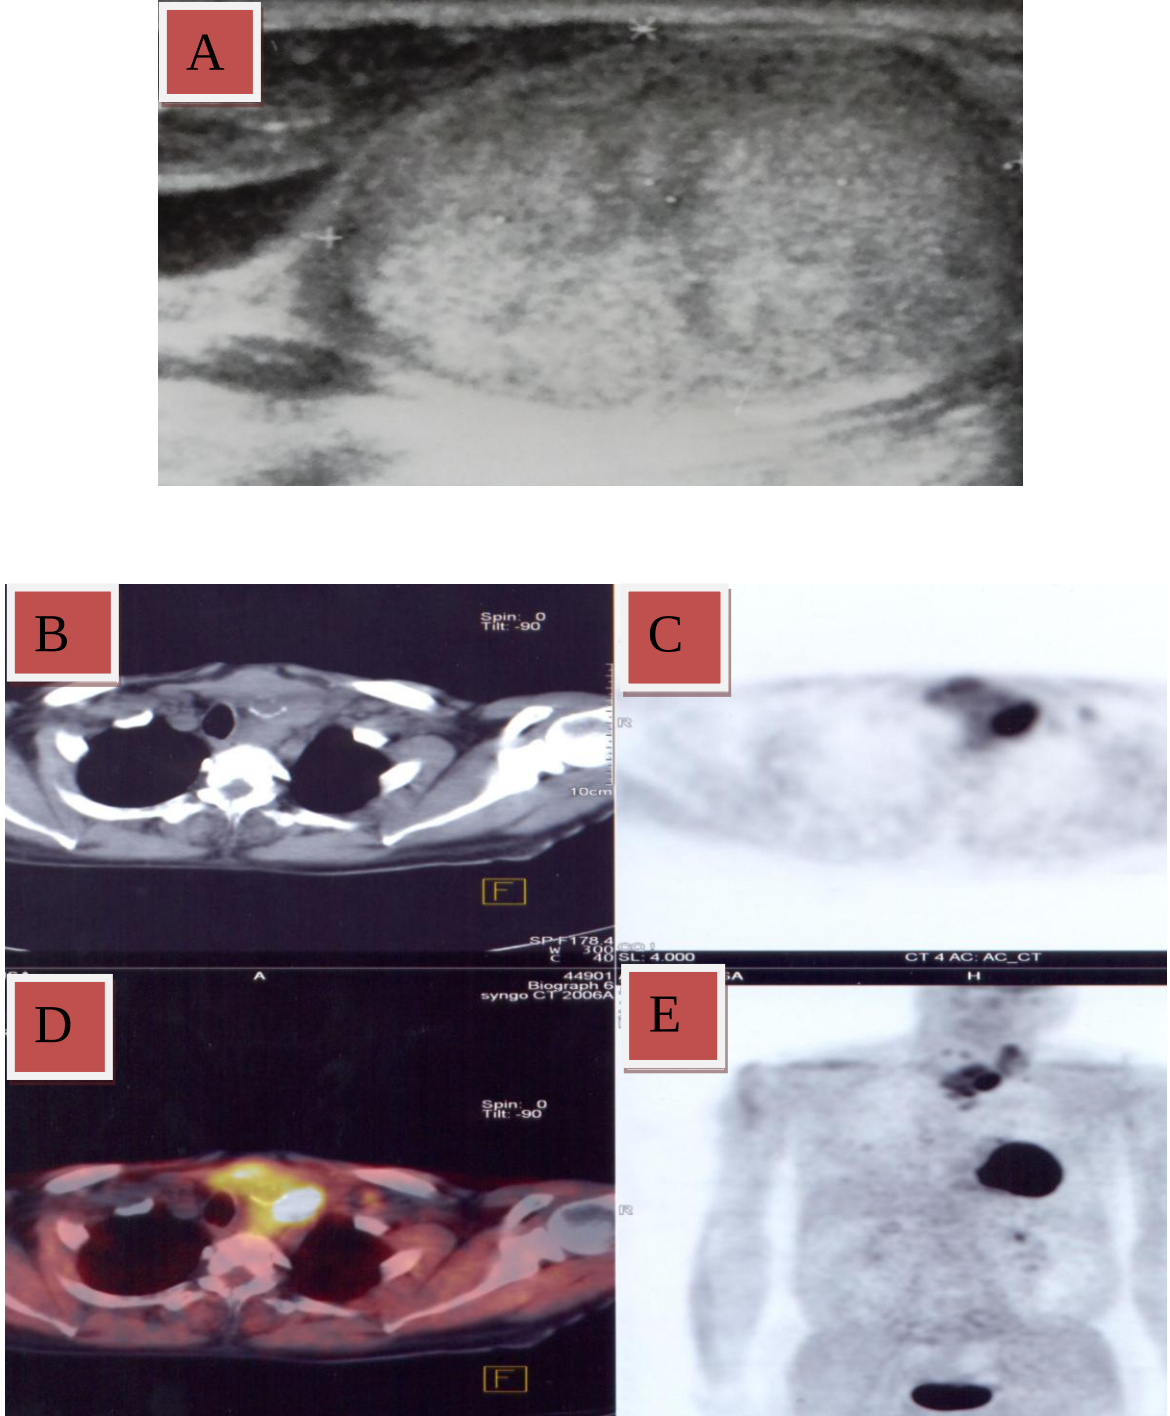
48 yaşında, kadın hasta, Tiroid USG incelemede’de her iki lob normalin üst sınırı boyutlarda, sağ lob- istmus birleşkesinde istmusa uzanan 38x25 mm boyutlarında makrokalsifikasyonlar ve küçük kistik dejenerasyon alanları içeren izoekoik solid nodül yapısı izlendi (A). İİAB sonucu Folliküler neoplazi kuşkusudur. BT görüntülerinde istmusa uzanan yarımay şeklinde kaba kalsifikasyon izlenmektedir (B).PET ve füzyon görüntülerinde nodülün sağ lob kısmında fokal tutulum izlenmektedir (C,D,E). SUV max 14,5 olup, postopetatif histopatolojik tanı nodüler koloidal guatr almıştır.
